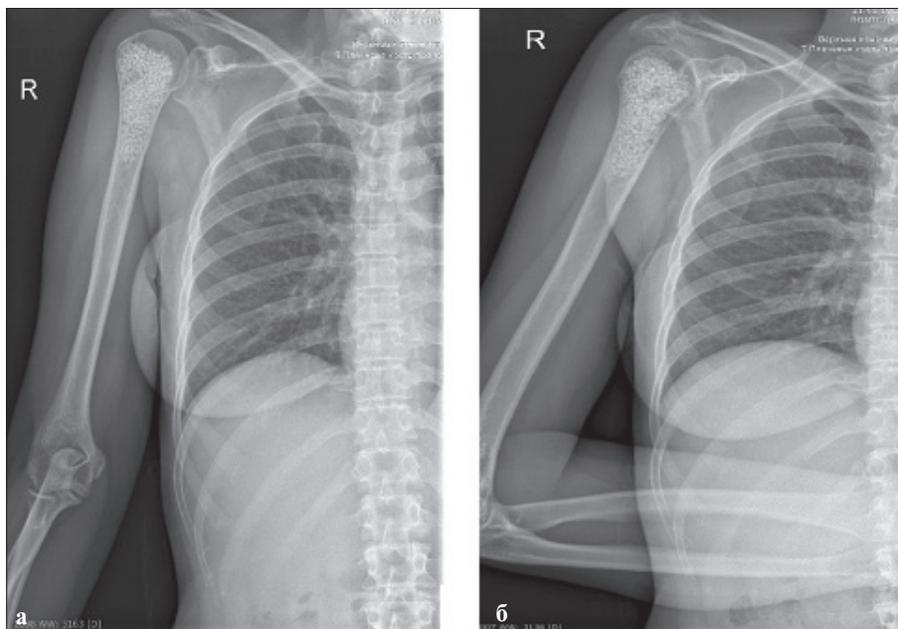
Рентгенограмма правой плечевой кости после операции: а) прямая проекция; б) боковая проекция
